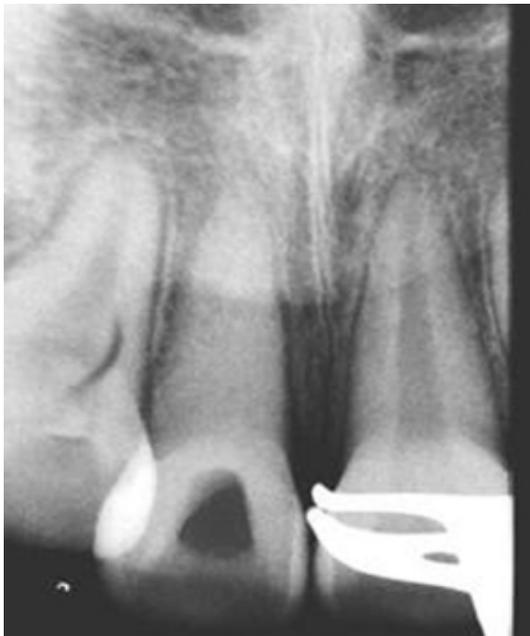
Periapical radiograph – postoperative aspect at 7 days (removal of retainer and replacement of calcium hydroxide dressing).*
